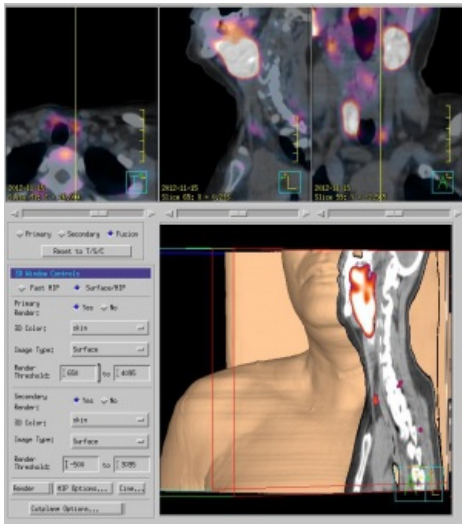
SPECT / TC de cuello. Se evidencia que la captación focal izquierda se ubica sobre una lesión nodular de unos 4,6x5,5 mm sugiriendo adenoma paratiroideo.
